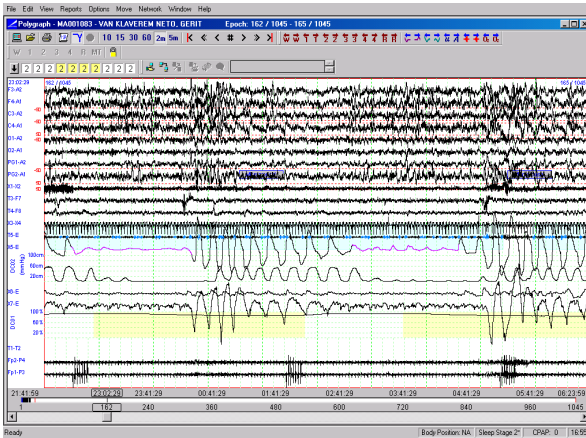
Leitura da Polissonografia
